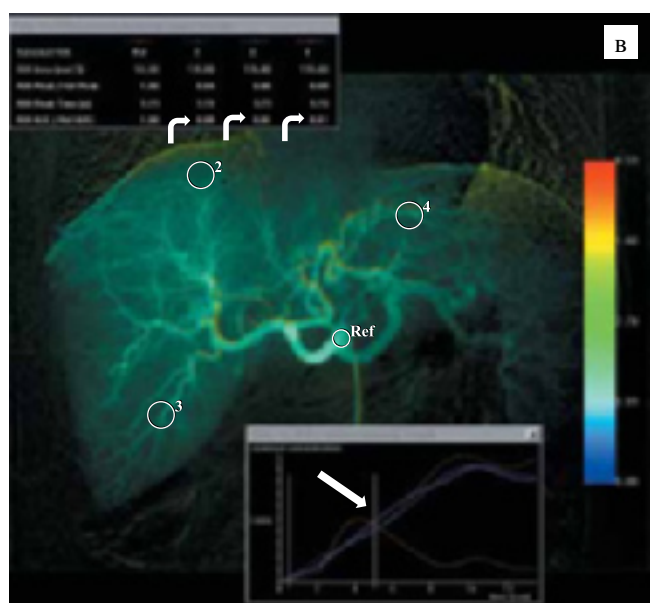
Рентгенограммы пациента С. (наблюдение 2). На 20-е сутки после трансплантации возникла механическая желтуха (стриктура билио-билиарного анастомоза), что потребовало холангиодренирования и диагностической ангиографии с перфузионным исследованием для исключения артериальной гипоперфузии как причины билиарного осложнения
